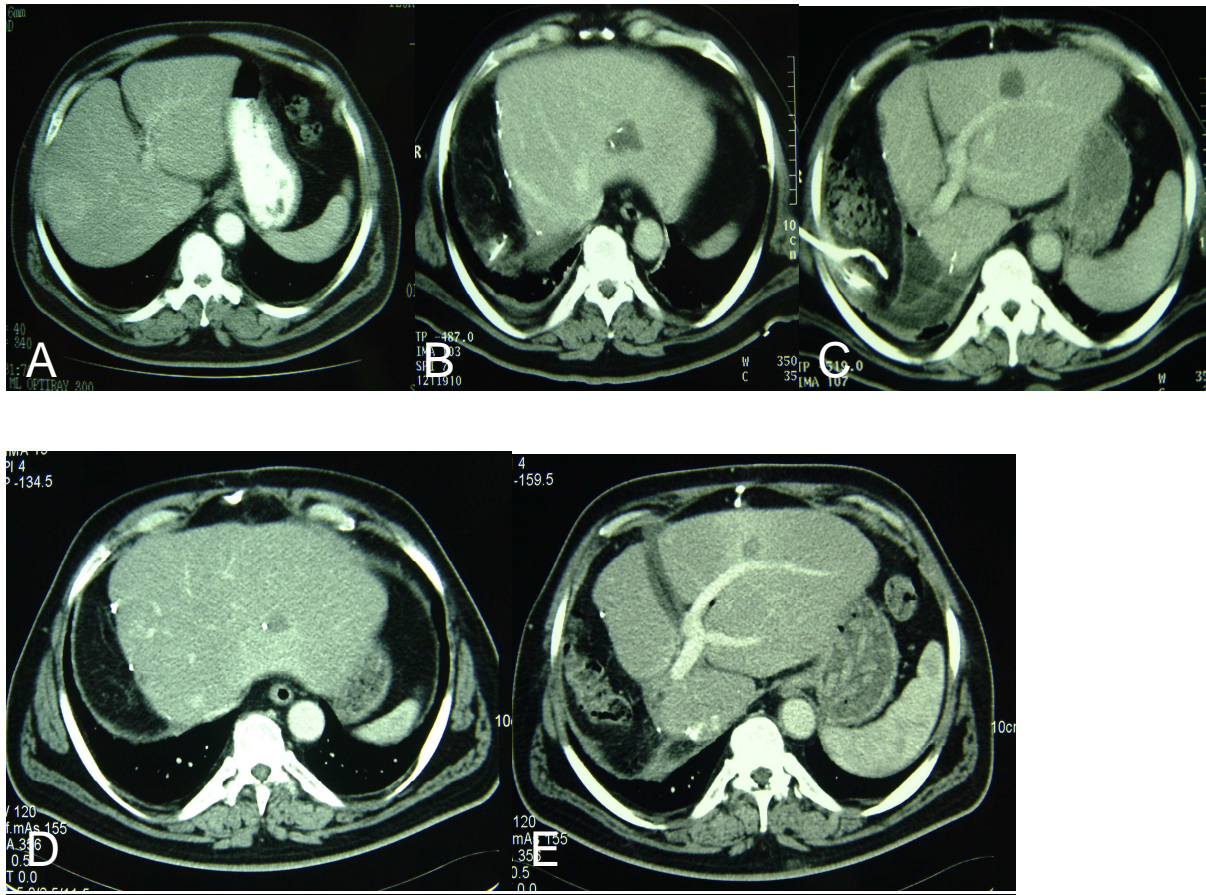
A,B;C,D, A-Verlaufskontrolle nach einer Leberresektion mit RITA, D-preoperative CT, B,C-2 Wochen nach der Operation, D,E-4 Monate nach der Operation
